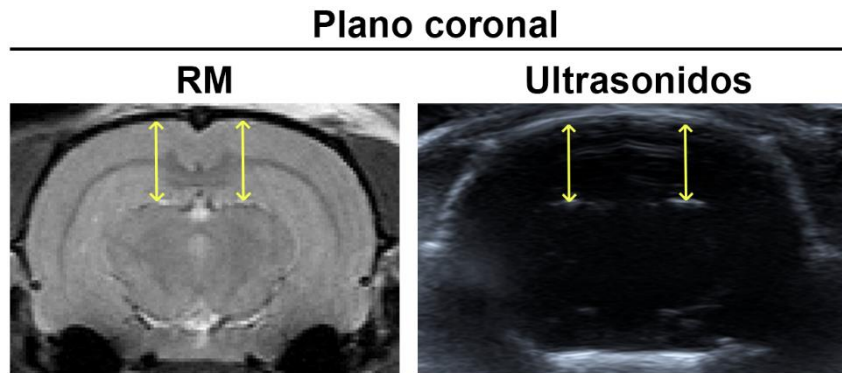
Estimación de la distancia cisternas-duramadre. Medición de la distancia (mm) entre la duramadre y las cisternas subaracnoideas tanto por RM como por ultrasonidos en el plano coronal. Las flechas bidireccionales amarillas indican la distancia medida.
